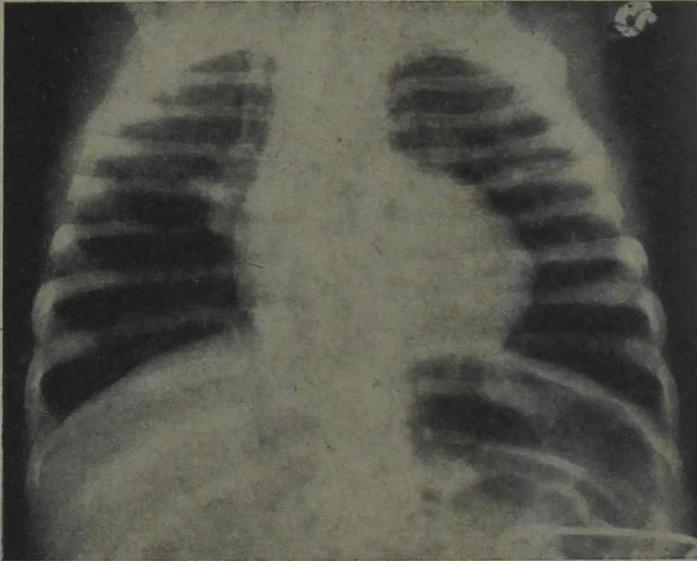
Radiografía de un caso de atresia tricuspídea en un niño de 5 meses de edad
